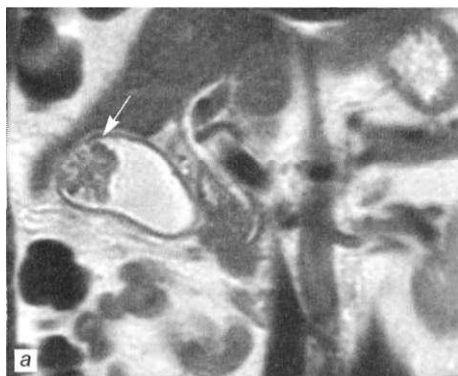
Рак желчного пузыря. Визуализируется дефект наполнения желчного пузыря (указан стрелками) достаточно высокой интенсивности сигнала, широким основанием прилежащий к стенке органа. МРТ.
